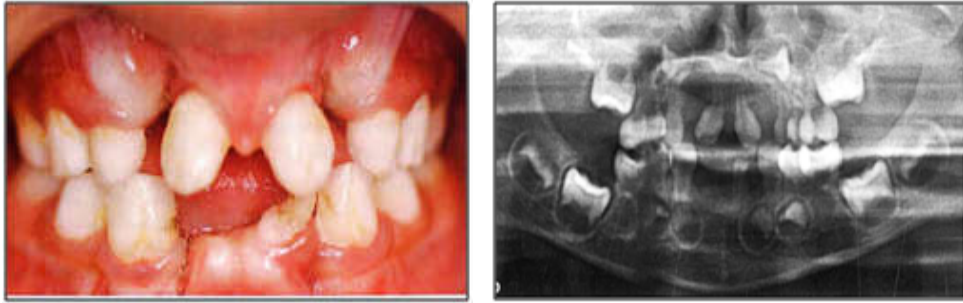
Images intra-orale et radiographique mettant en évidence les manifestations buccales du syndrome EVC chez un enfant de 3 ans (Molla M et al, 2015).
